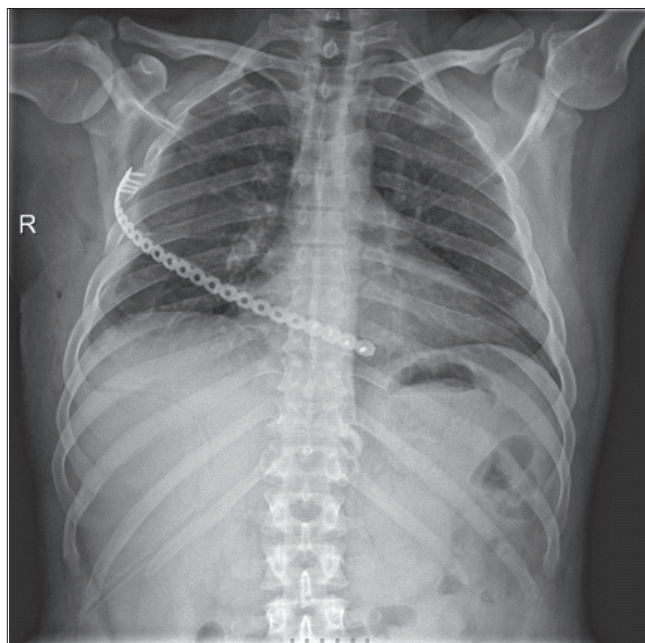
Рентгенологическое исследование на 3-и сутки после операции
